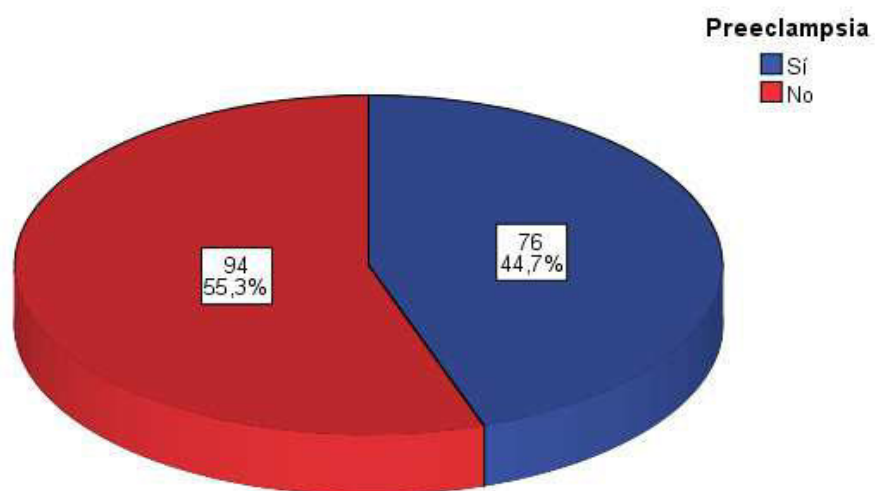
Preeclampsia en pacientes con estudio Doppler de la arteria uterina en el segundo trimestre. Instituto Nacional Materno Perinatal. Abril – junio 2009
